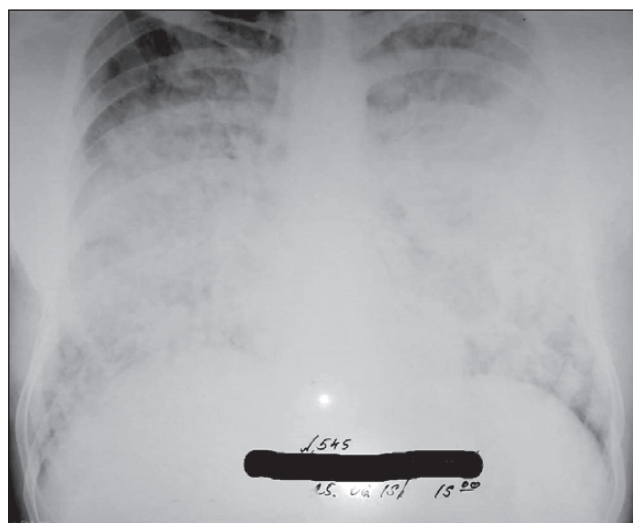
Рентген-картина при надходженні до стаціонара
